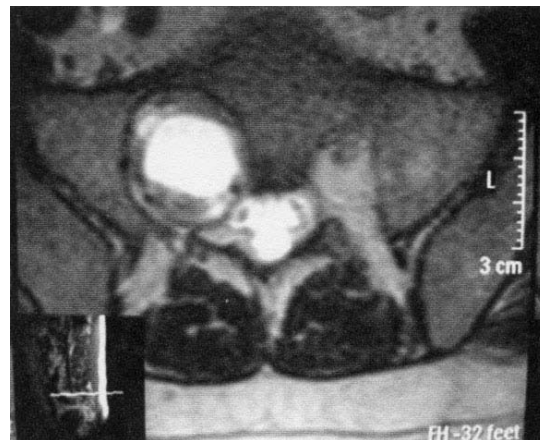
Ressonância magnética corte axial sacral (S1) ponderação T2 demonstrando lesão circular com centro hiperintenso e compressão de raiz de S1.
